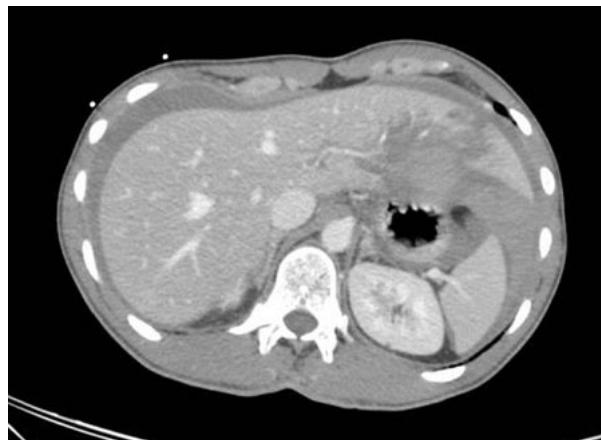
Tomografia computadorizada (TC) mostrando laceração hepática
